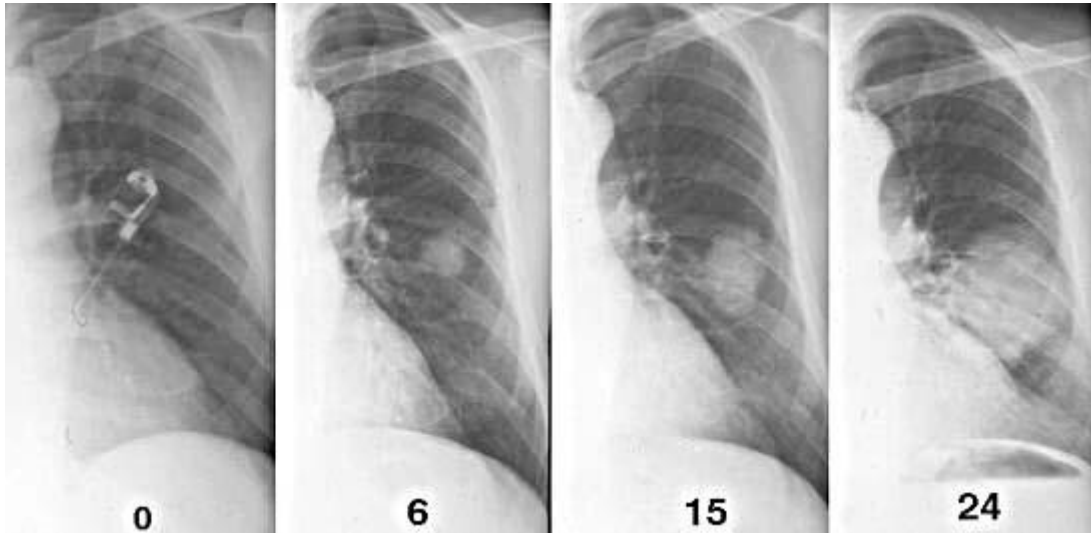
Beispiel für einen Lungenrundherd im Röntgenthorax: Die Entwicklung der Metastase eines Kolonkarzinoms über 24 Monate (15).
